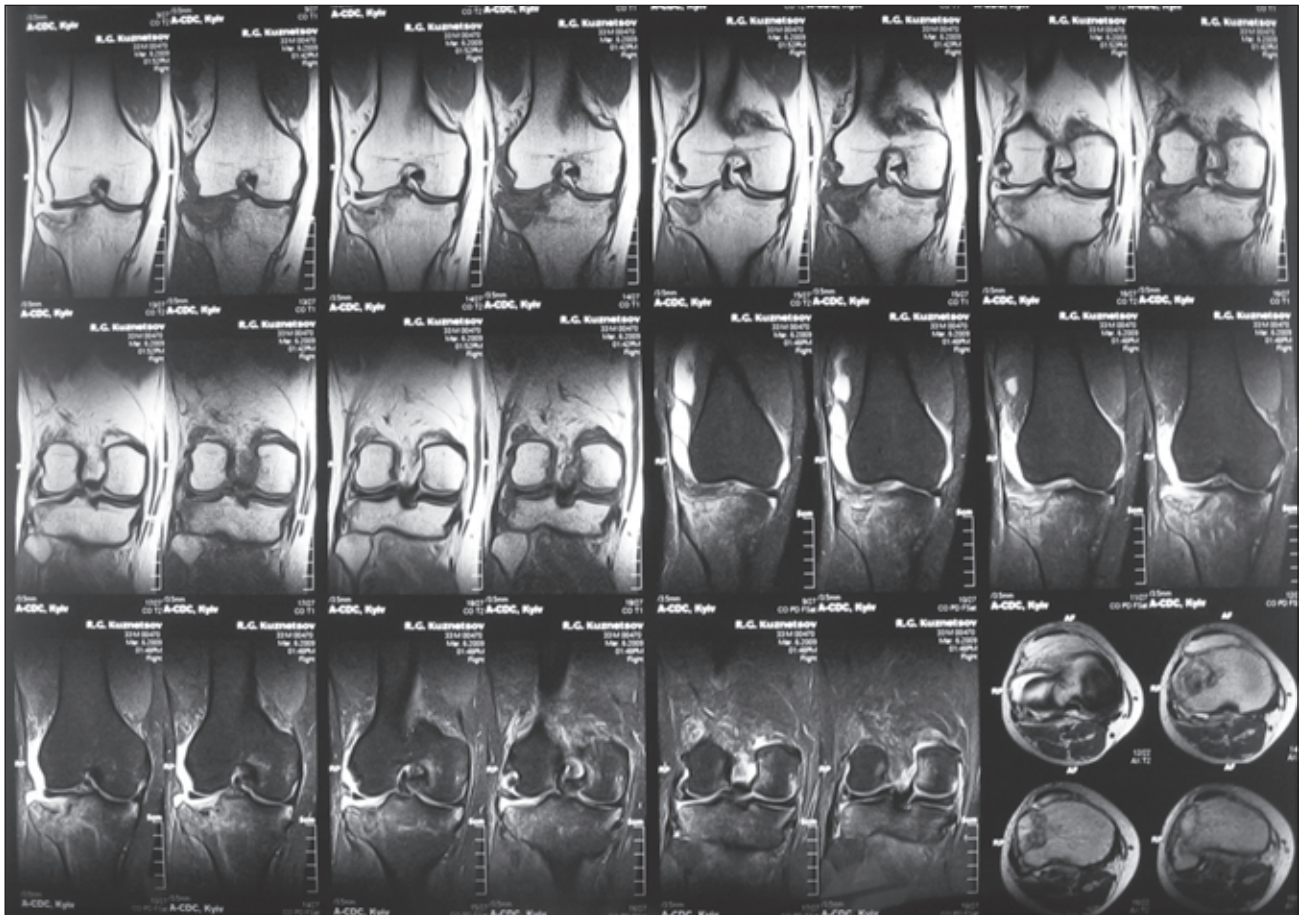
Фрагменти МРТ-дослідження хворого К., 33 років (історія хвороби № 2654), при госпіталізації: перелом зовнішнього відростка В2 без порушення цілісності менісків та зв'язкового апарату
